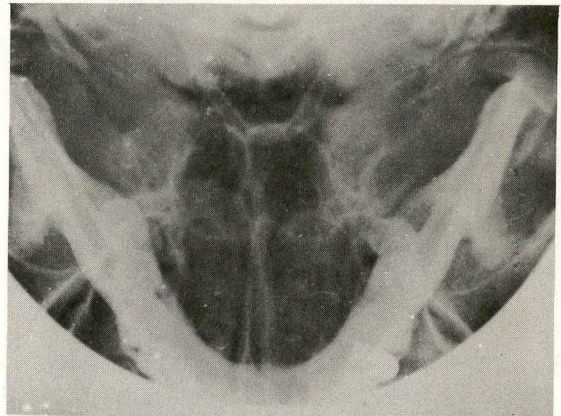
Radiografia axial de HIRTZ, normal. A nasofaringe corresponde, nesta projeção, à imagem radiotransparente de aspecto grosseiramente retangular que se mostra superposta aos seios esfenoidais e ao osso hioide.
